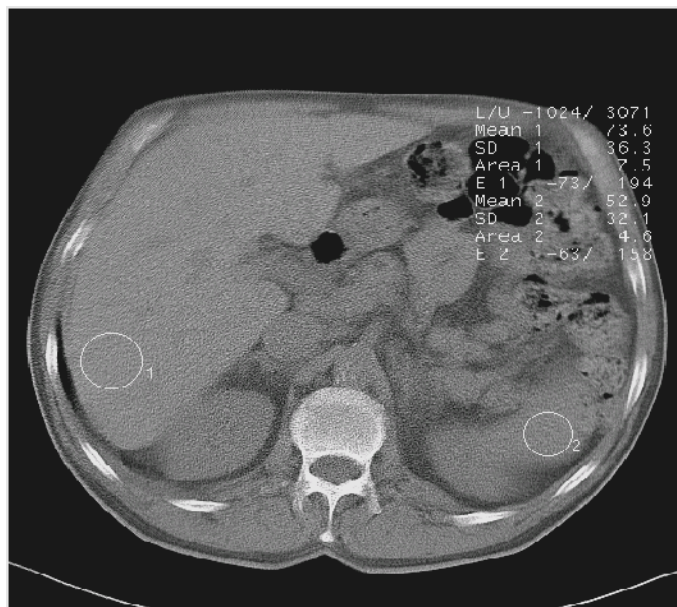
Messungen der CT-Dichtewerte von Leber und Milz bei dem gleichem Patienten wie in den Abbildungen 20 bis 22. Die Leberdichte betrug 74 HE. Der Dichtequotient von Leber und Milz war 1,42.
